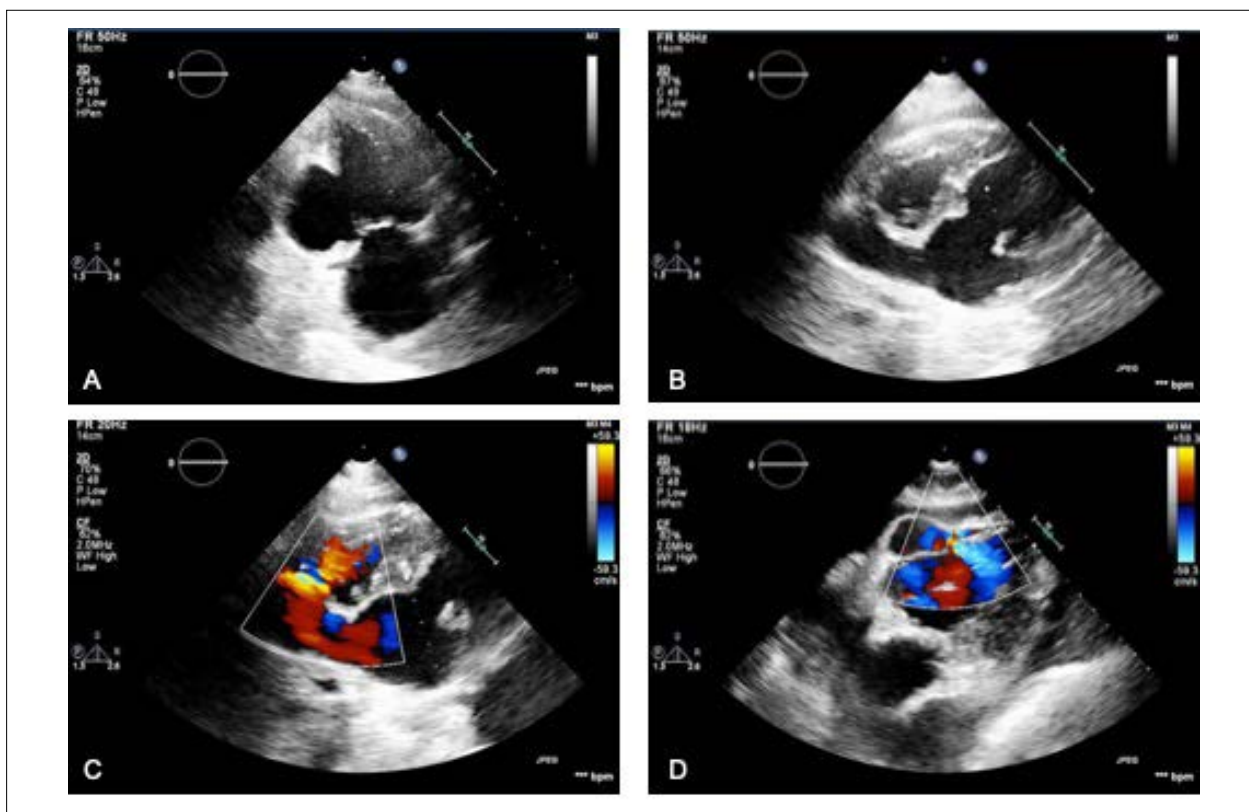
Pseudoaneurisma da parede inferior do ventrículo esquerdo na ecocardiografia transtorácica (ETT), corte apical de duas câmaras (A); shunt da esquerda para direita no segmento basal do septo interventricular (B, C e D).
